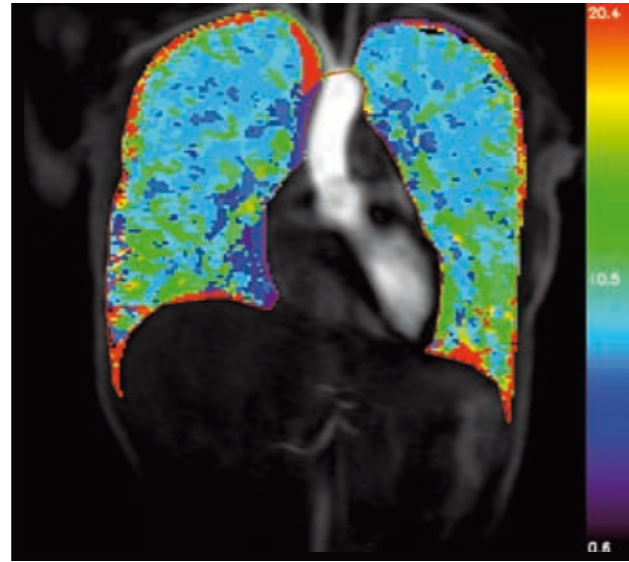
Farbkodierte MRT-basierte Darstellung der Lungendurchblutung.
